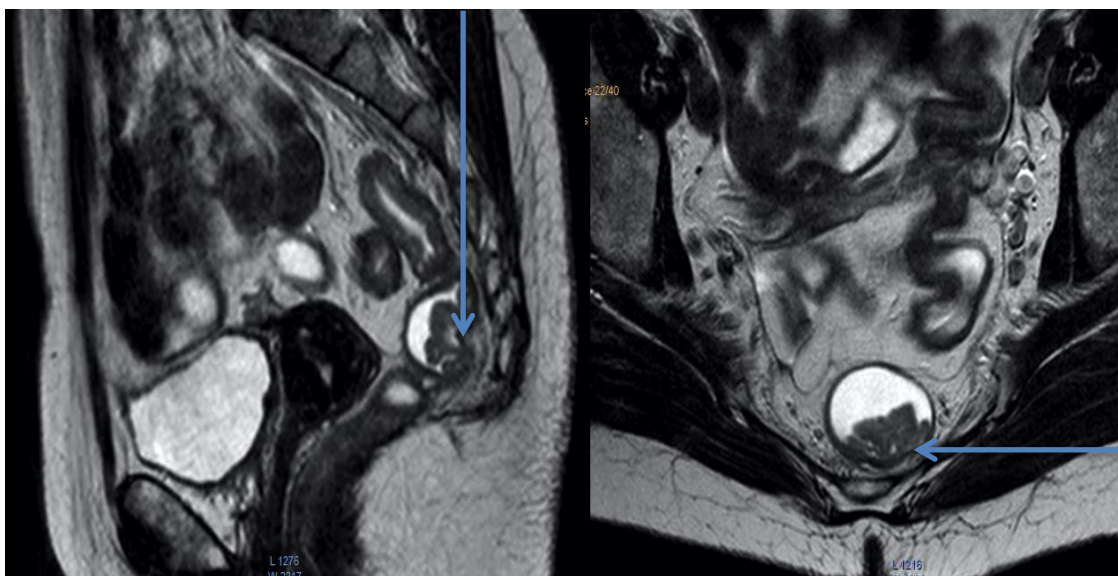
МР-томограмма. Пациентка К., 44 лет, и/б № 5591-14. Диагноз: Рак прямой кишки mT1N0 на высоте 9 см от наружного края анального канала до 3,0 см в диаметре.
